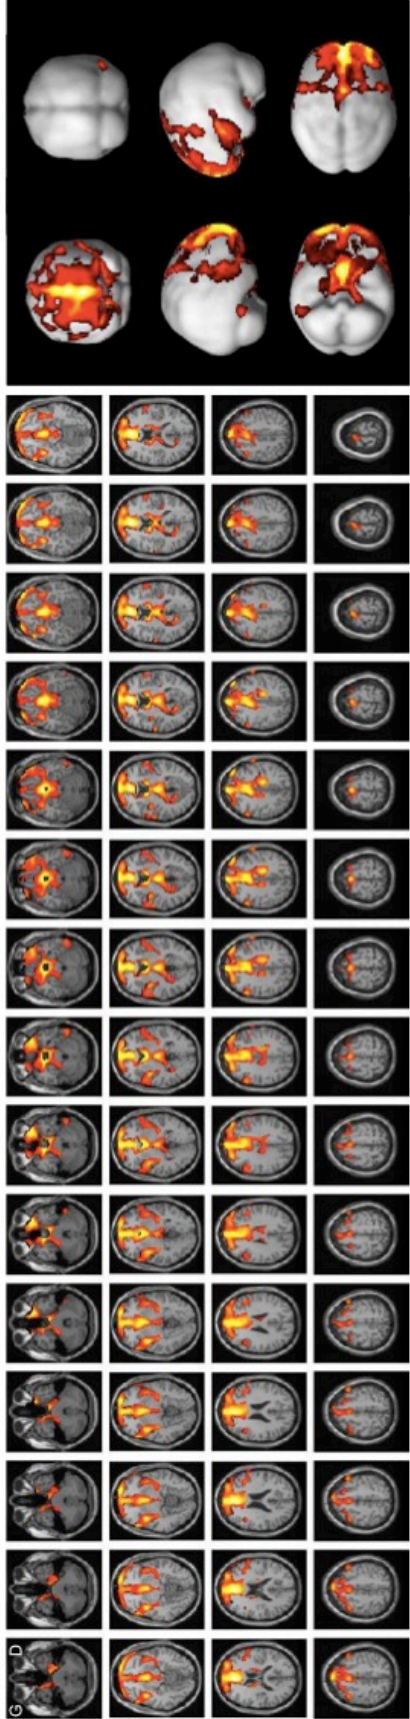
Régions cérébrales hypométaboliques chez les patients ≥ 75 ans par rapport aux patients < 75 ans selon la méthode de normalisation spatiale SPM. Localisation anatomique des 2 principaux clusters projetée sur un rendu MIP 3D (à droite) et sur des coupes axiales pondérées T1 d'un template IRM (à gauche).
